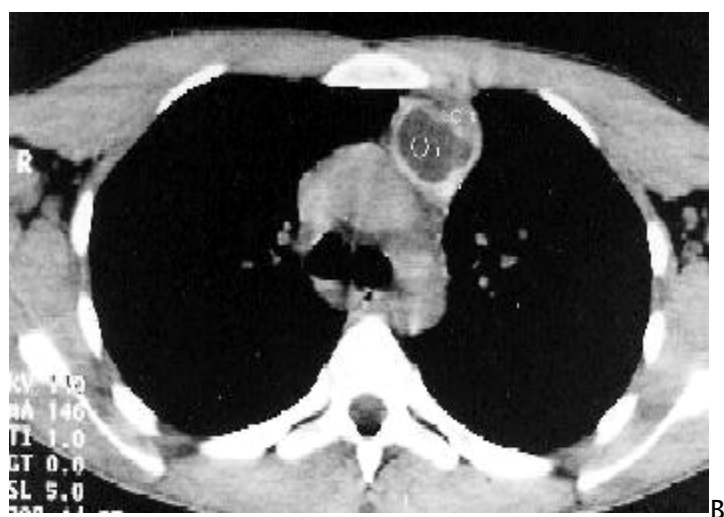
TDM thoracique : Masse médiastinale antérieure occupant la loge thymique kystique rehaussée en périphérie [181].
